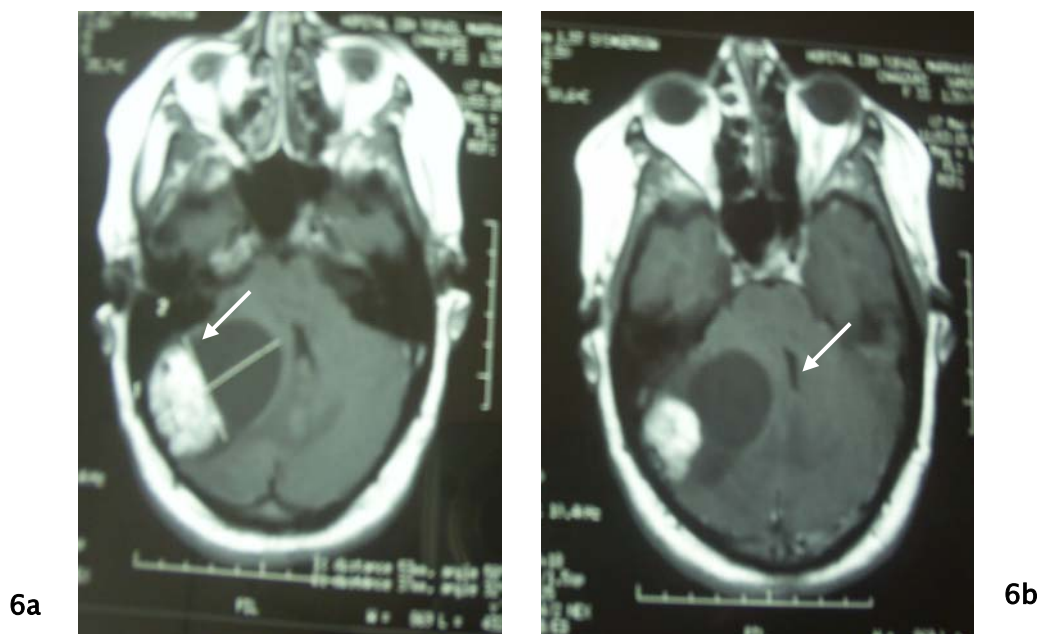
Image IRM en coupe axiale en séquence T1 avec injection de Gadolinium montrant une lésion de l'hémisphère cérébelleux droit à double composante kystique et charnue prenant fortement le contraste (hémangioblastome) avec effet de masse sur le V4 qui est laminé (flèche).
